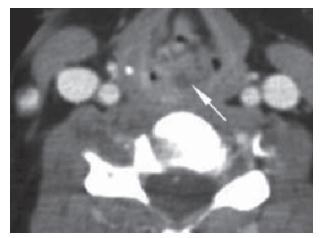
Компьютерная томография гортани, контрастное исследование, аксиальные изображения гортани после операции и курса гормональной пульс-терапии: сохраняются признаки артрита обоих перстнечерпаловидных суставов (стрелки).
